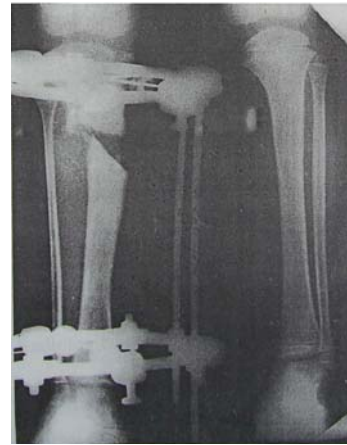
Radiografia aceluiași bolnav după corecție și distracție cu aparatul Ilizarov
